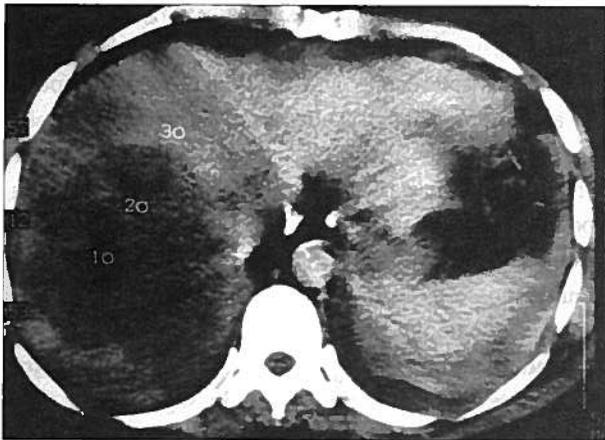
TAC: volumosa massa necrosada no lobo direito do fígado.
